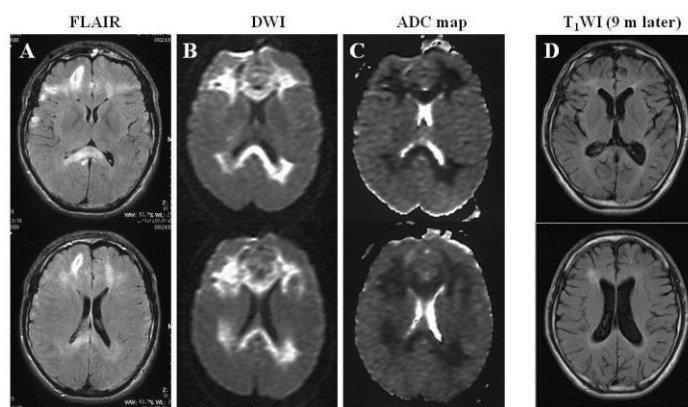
19 歳、男性 びまん性軸索損傷患者の経時的頭部 CT 画像（3 日後 A-C と 10 カ月後 D）
